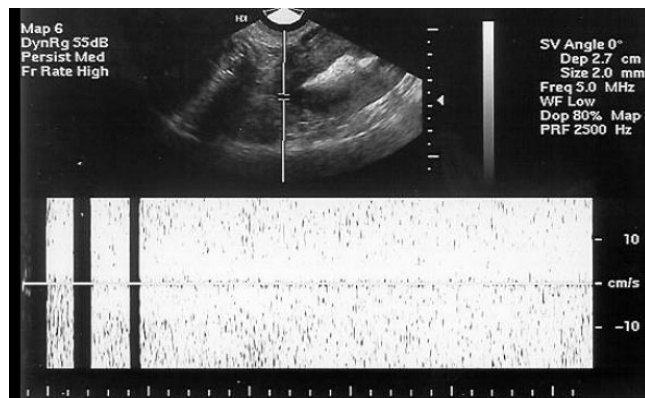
Salpingossonografia contrastada com Dopplerfluxometria. Permeabilidade tubária à esquerda.
